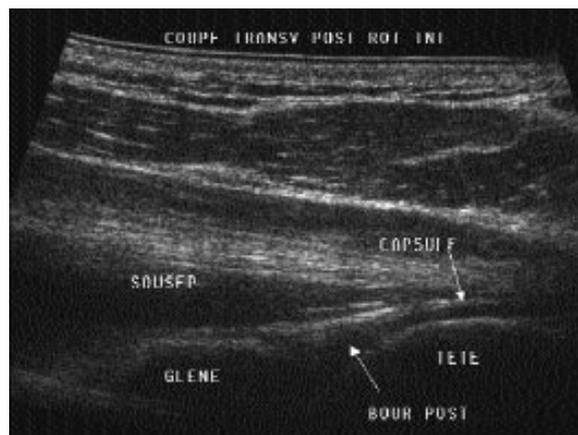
Importance de la résolution spatiale de l'échographie pour différencier les différents éléments postérieurs.
